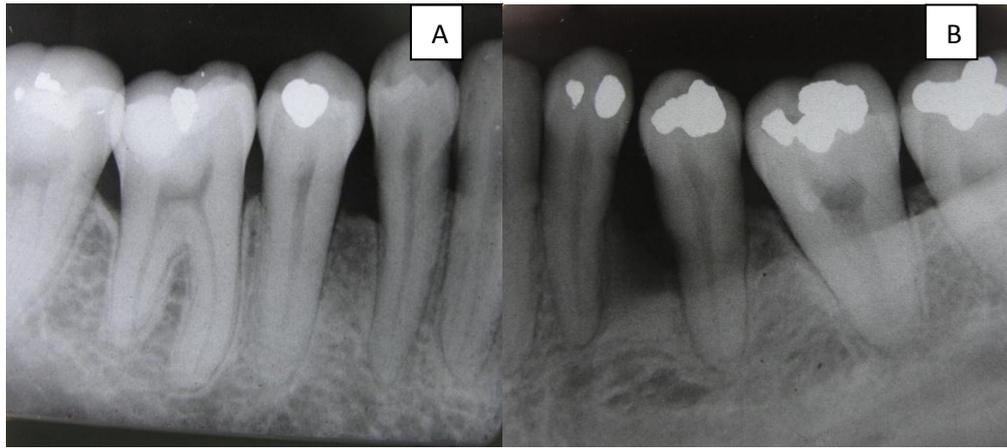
Radiografias periapicais dos dentes 44 e 45 (A), 34 e 35 (B)
